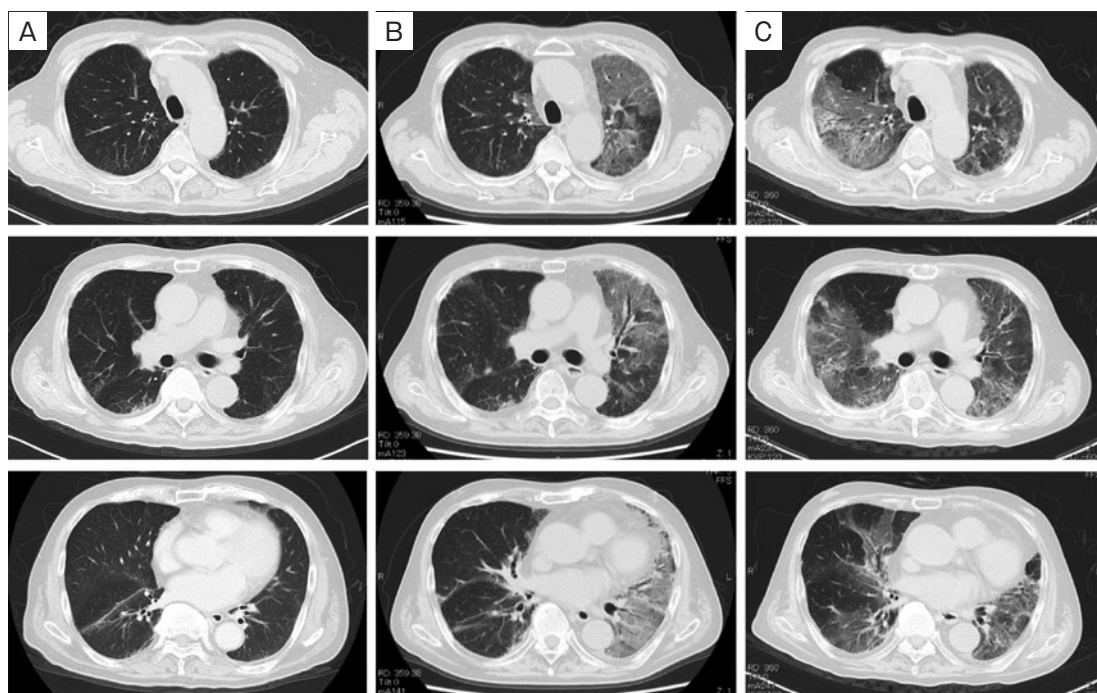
胸部CT所見。(A) アピラテロン開始前。明らかな肺病変は認めなかった。(B) 初回入院時。(C) 再入院時。初回入院時に認めた左全肺野主体に広がるすりガラス陰影は、再入院時には、両側びまん性に拡大しており、一部分でconsolidationも出現していた。
